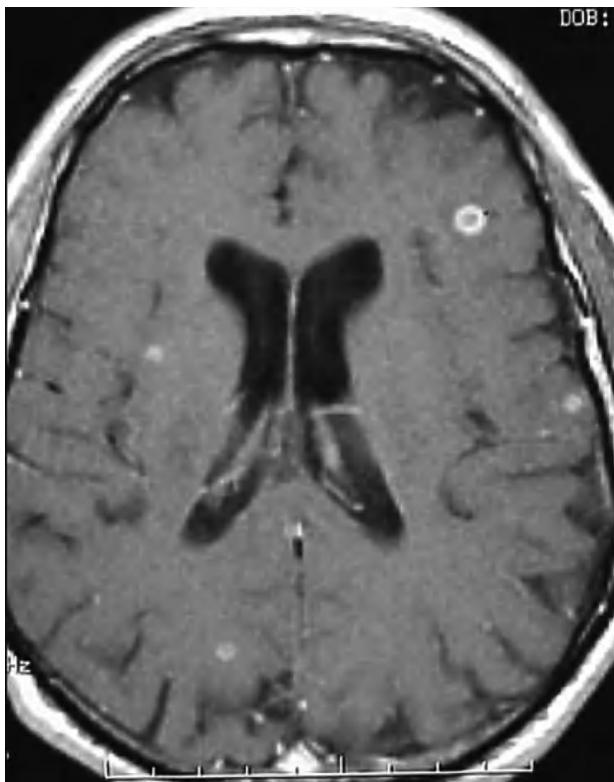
Resonancia magnética nuclear cerebral al ingreso, T1 axial con gadolinio. Múltiples lesiones intracerebrales que realzan en anillo.
